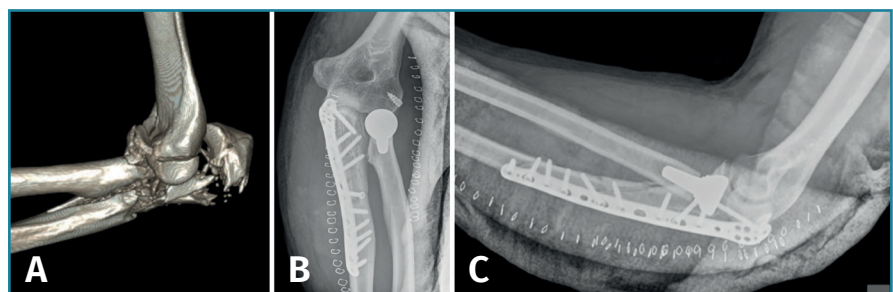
A: imagen en 3D de una fractura proximal compleja de cúbito y radio; B y C: radiografías de control tras la cirugía en otro caso de lesión Monteggia-like.
